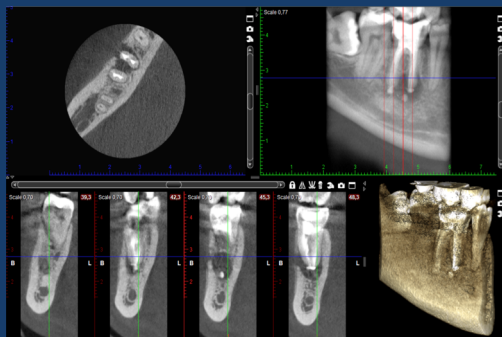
CBCT pré-operatório
